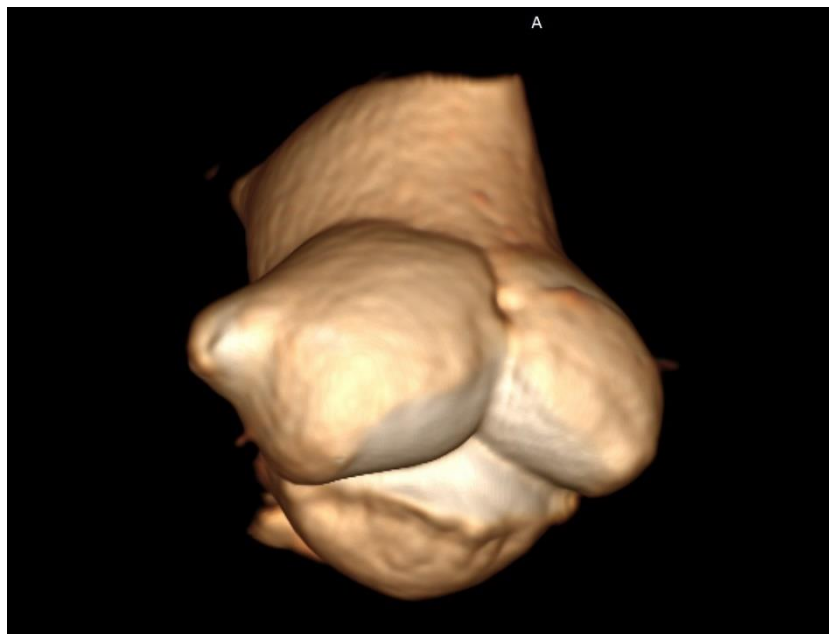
Образец №21: 3D реформация мультиспиральной компьютерной томографии
